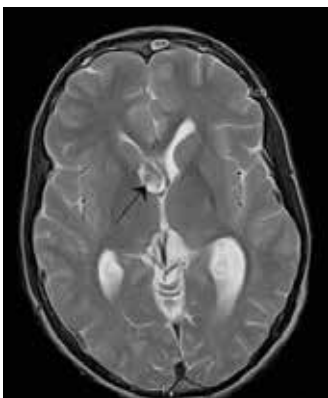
МРТ, T2-взвешенное изображение, аксиальный срез. Гигантоклеточная астроцитома в правом боковом желудочке (стрелка)
